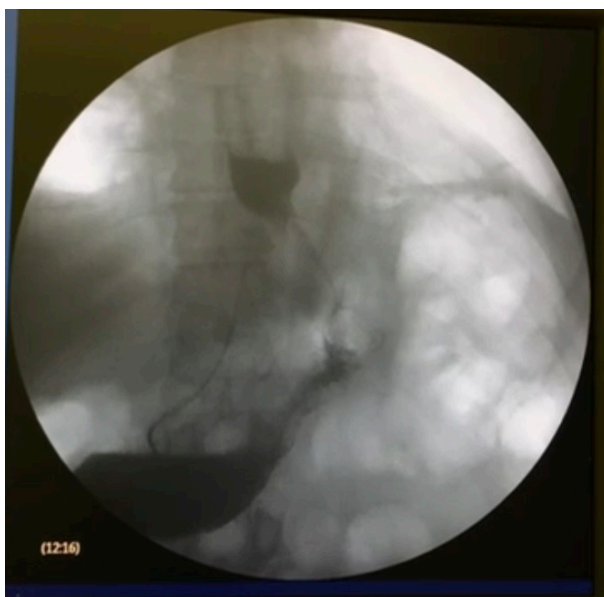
Рентгеноскопическое исследование пищевода и желудка с пероральным контрастированием на 1-е сутки после рефундопликации
